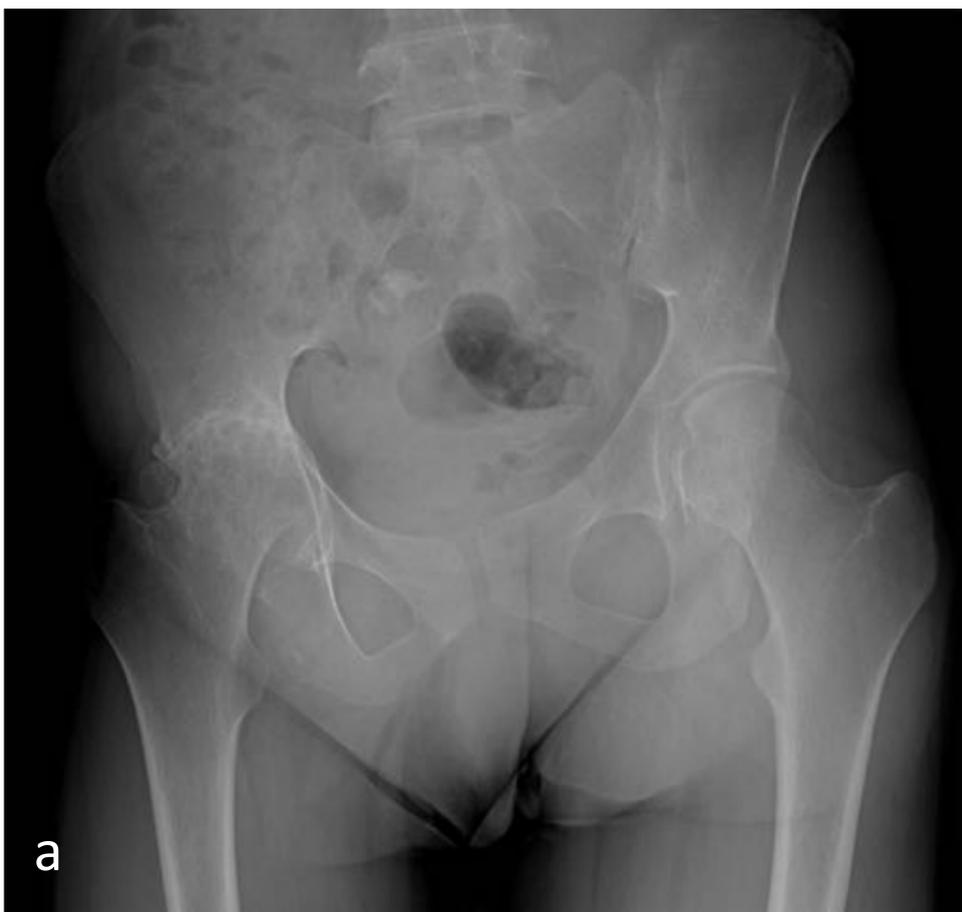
Mujer de 20 años. Poliartritis FR negativo con debut a los 9 años. Radiografía AP de pelvis (a) , TC con ventana ósea (b) y RM secuencia T1 FSE (c), cortes axiales. Disminución del espacio articular de la articulación coxo-femoral derecha con erosiones subcondrales.
